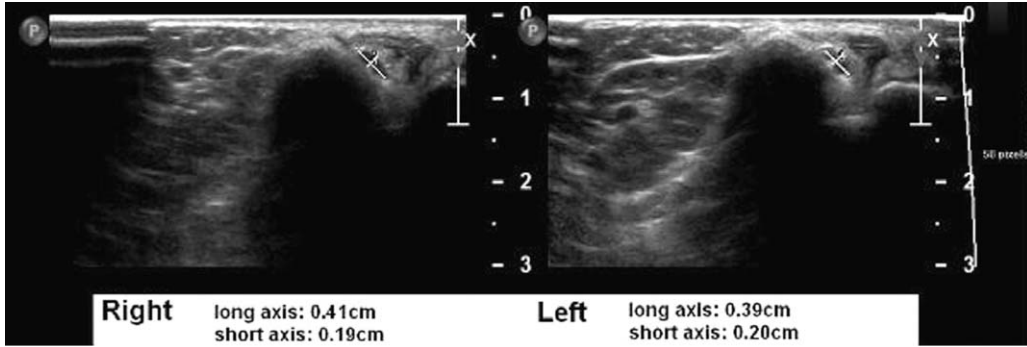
The ultrasonographic findings of bilateral ulnar nerves at the medial epicondyle level (transverse view). The diameters of long and short axis in bilateral ulnar nerves were measured on ultrasonographic picture. Cross sectional areas of ulnar nerves on transverse view were 5.5 mm² at right and 5.8 mm² at left ulnar nerve.
